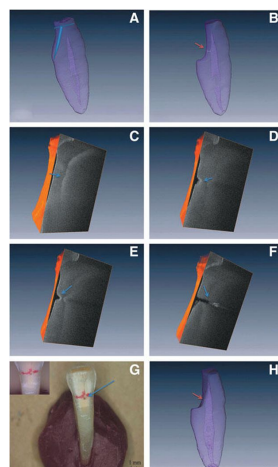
A. Micro CTによる3D画像. 舌側面の青線部をあらかじめ切削した. B. 髓腔開拡の始発点(橙矢印部). C. OCT画像. 歯髓腔が観察できた(青矢印部). D.およびE. レーザー照射後のOCT画像. 歯髓腔が観察できた(青矢印部). F. 露髄時のOCT画像(青矢印部). G. DOMにて露髄の確認(青矢印部). H. Micro CTにて露髄の確認(橙矢印部).
